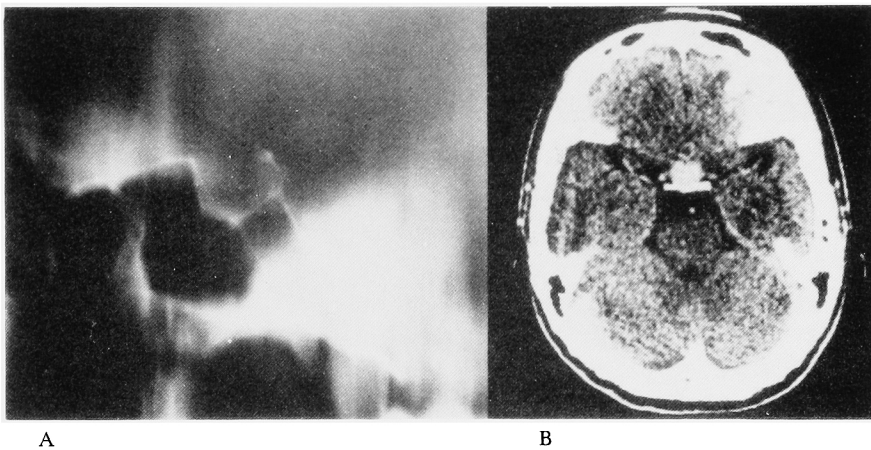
A: Sellar tomography demonstrates destruction of the hypophyseos fossa. B: Brain CT scan demonstrates an enhancement above the sella.
